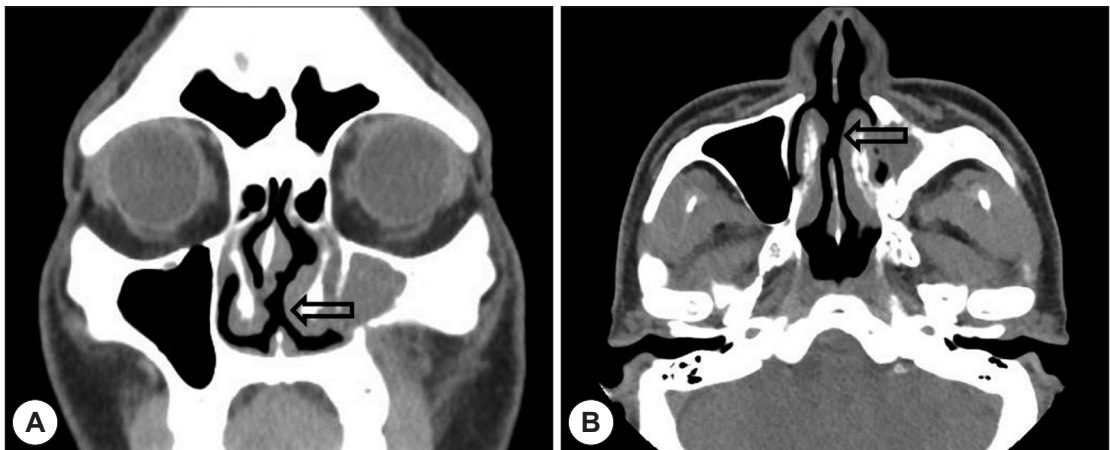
Preoperative computed tomography findings showed the septal perforation (2.0×1.2 cm). A: Coronal view. B: axial view. black arrow: septal perforation.
